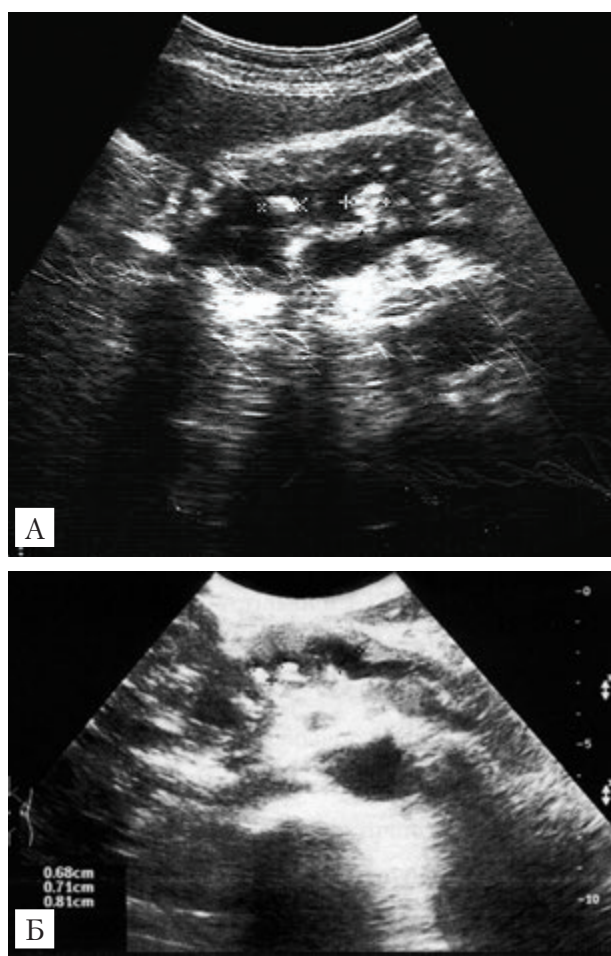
Результаты УЗИ поджелудочной железы пациентки Ф. при начальном исследовании (А) и в процессе лечения (Б) (объяснение в тексте)
